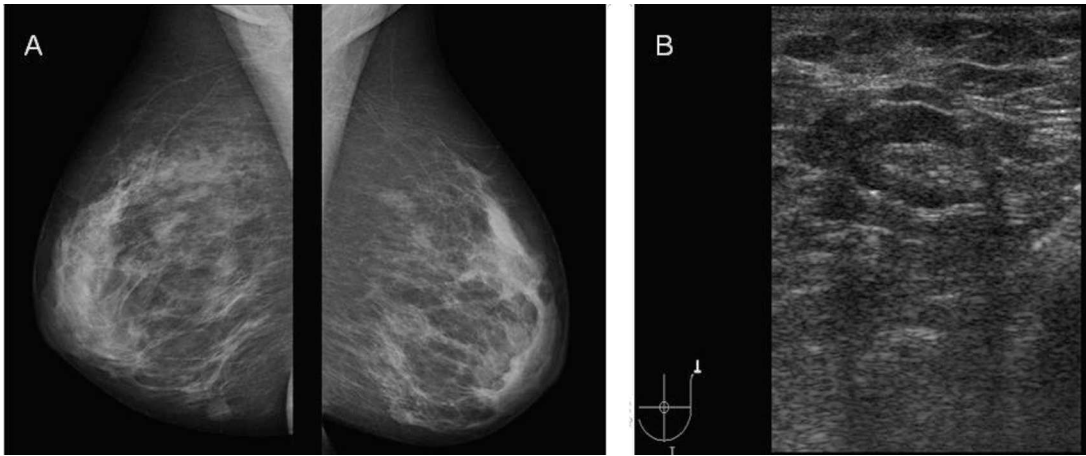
Pruebas complementarias. A. Mamografías. B. Ecografía de la mama izquierda, que muestra engrosamiento del tejido celular subcutáneo.
